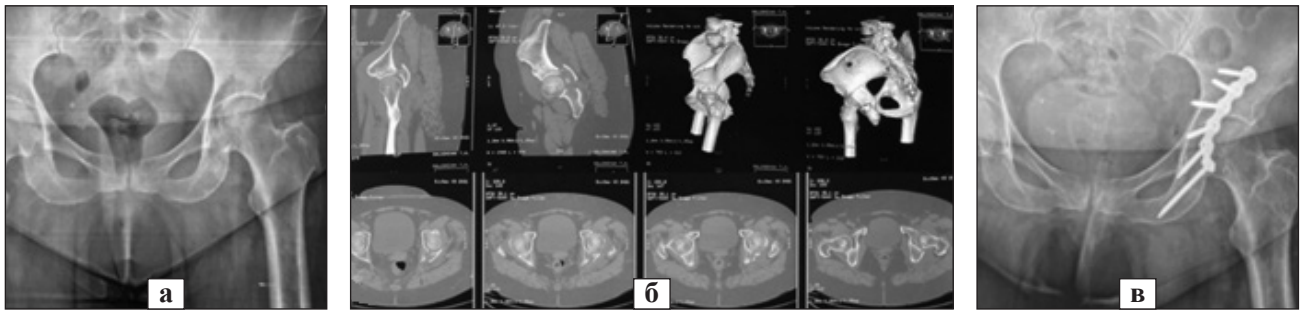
Рентгенограми та КТ-скани перелому задньої стінки кульшової западини пацієнтки Г.: а, б) перелом задньої стінки лівої кульшової западини; в) стан після остеосинтезу кульшової западини пластиною та гвинтами
